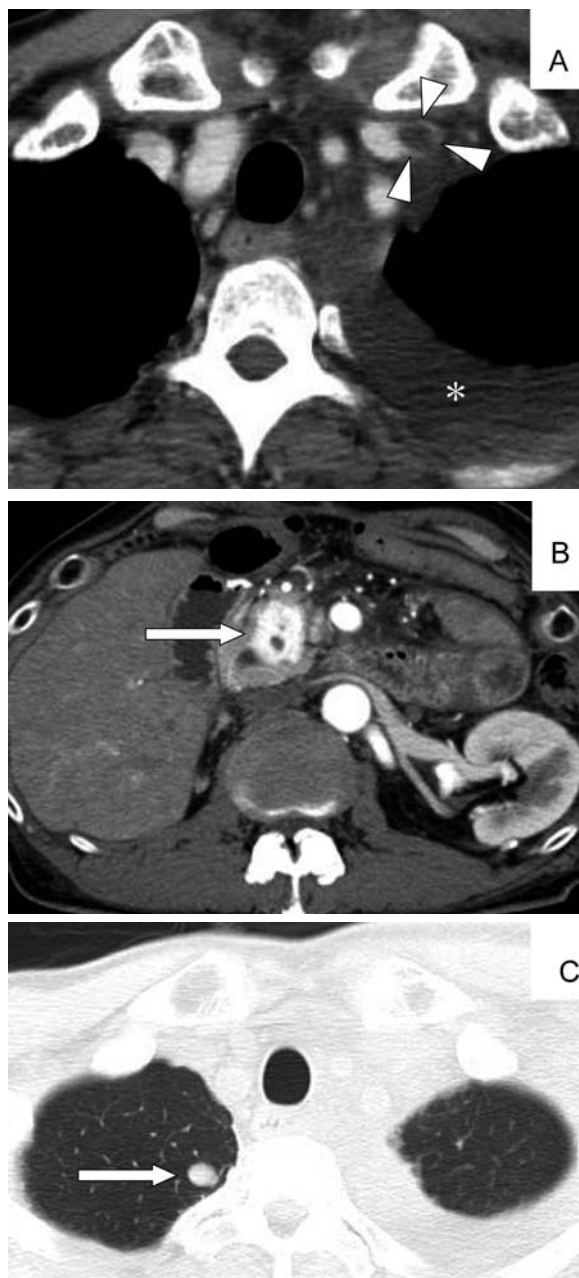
Enhanced CT on admission shows A) left pleural effusion (*) and left subclavian vein thrombosis (△). B) hypervascular lesion of pancreatic head (arrow). C) lung metastasis (arrow).
